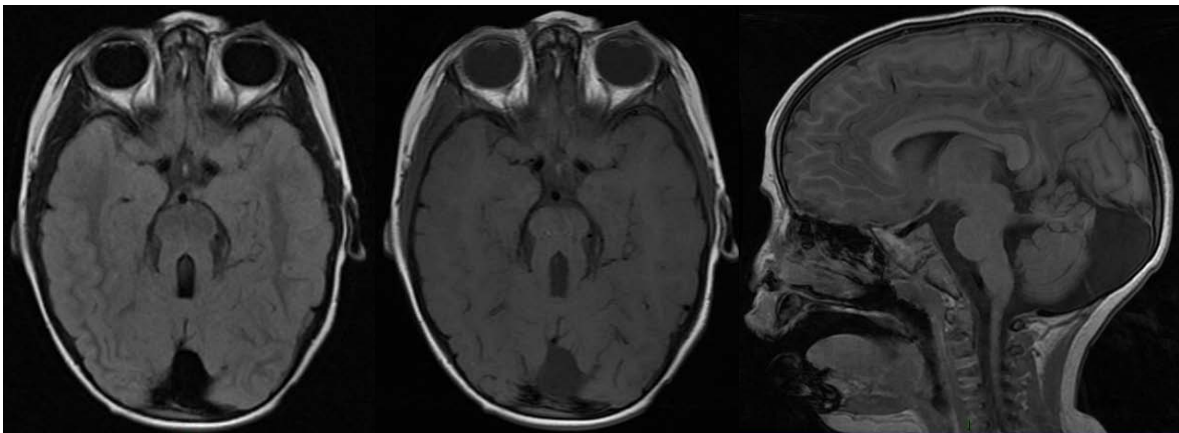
8 & 9. Cortes Axiales y Sagital de RM.
